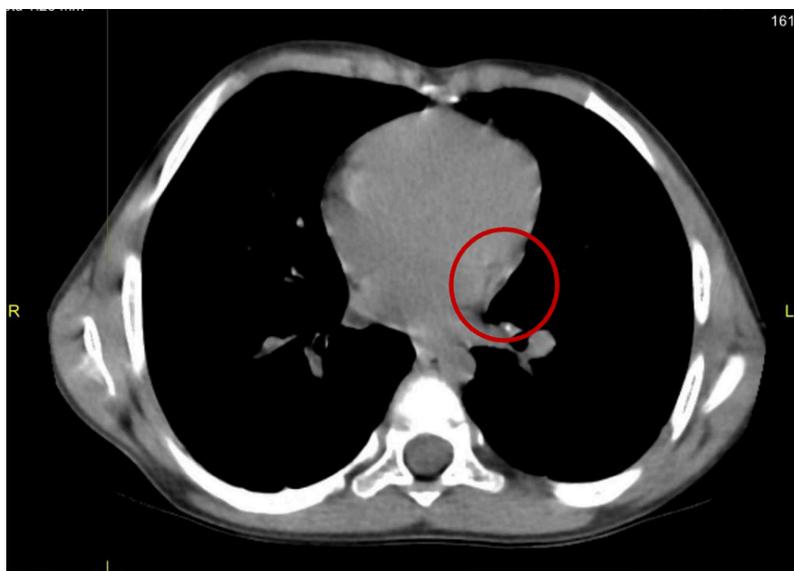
Компьютерная томография ОГК пациента С.
